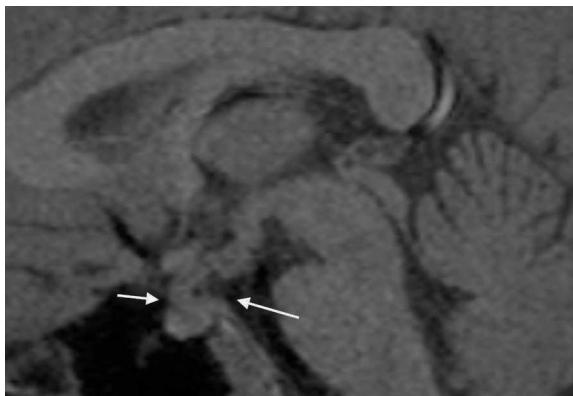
RM craneal. Imagen sagital potenciada en T1 sin contraste. Se identifica un ligero engrosamiento del tallo hipofisario, así como un engrosamiento nodular a nivel del tuber cinereum del hipotálamo.
